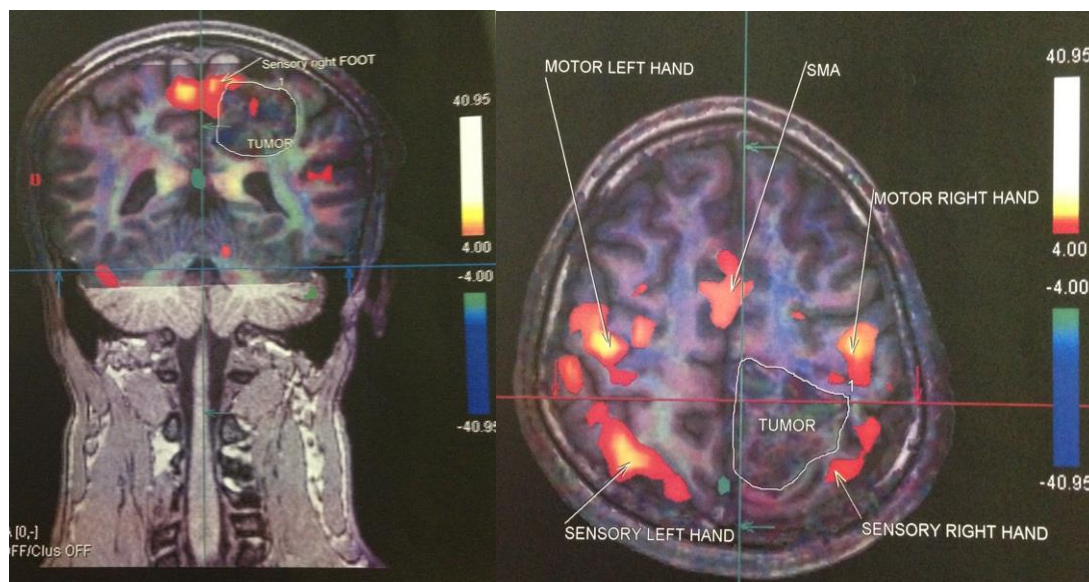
Пациент Б., 32г., (и/б №2030-14, наблюдение №53). ф МРТ, опухоль интимно прилежит к чувствительной зоне стопы, при этом на пути доступа к опухоли находится моторная зона руки и чувствительная зона ноги. Один из примеров, требующий выполнения внепроекционного доступа для снижения риска неврологического дефицита в послеоперационном периоде
